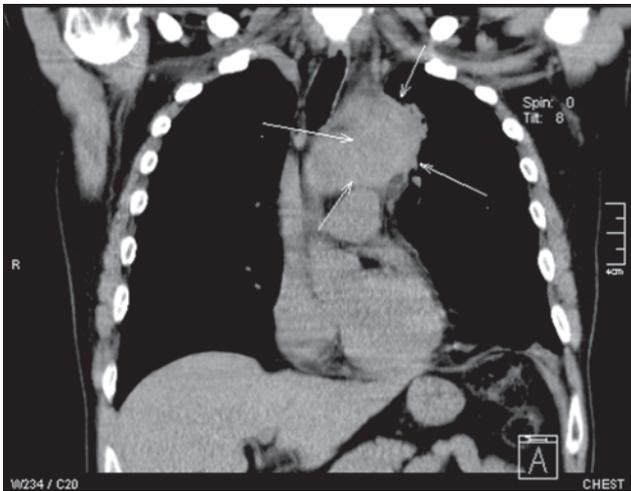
КТ органов грудной клетки: признаки объемного образования в верхнем средостении и медиастинита
